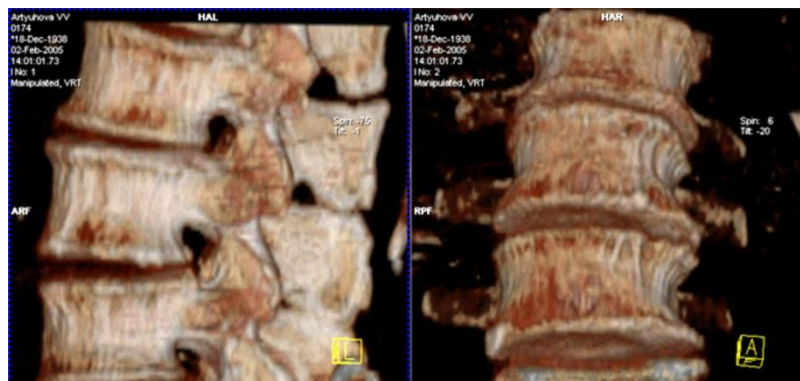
КТ поясничного отдела позвоночника, MPR, VRT. Остеохондроз поясничного отдела позвоночника, 3-4 период у больной 58 лет
